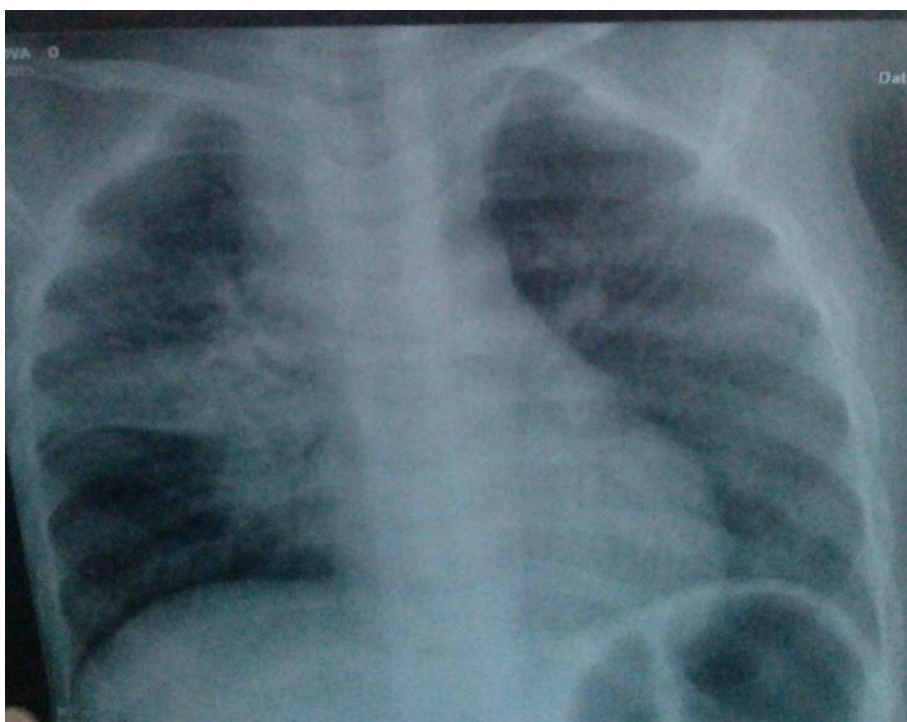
Рентгенография органов грудной клетки в прямой проекции больной Р., 18 месяцев от 22.05.2018 г.
